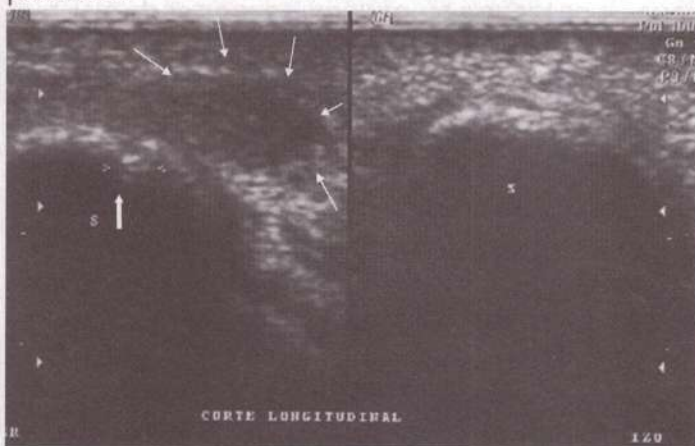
Edema perilesional por ecografía (flecha) e irregularidad cortical (flecha rellena).
